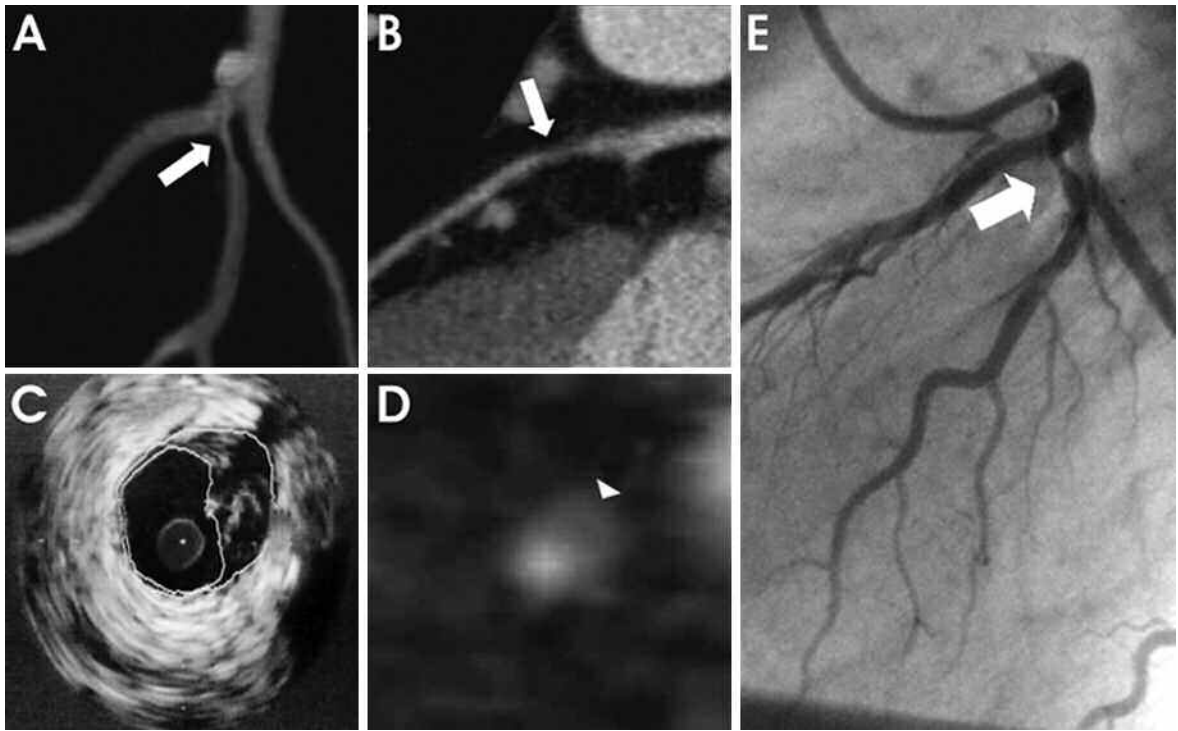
Paciente con estenosis severa en el primer ramo diagonal de la arteria descendente anterior (flecha). La ecografía intravascular (EIV) y la tomografía multicorte (TCM) demostraron también la presencia de carga de placa ateromatosa y el remodelamiento positivo (cabeza de flecha). A. Reconstrucción volume rendering del árbol coronario izquierdo. B. Reconstrucción multiplanar del primer ramo diagonal. C. EIV a nivel de la placa ateromatosa. D. Imagen axial de TCM a nivel de la placa ateromatosa. E. Angiografía coronaria demostrando la estenosis.
